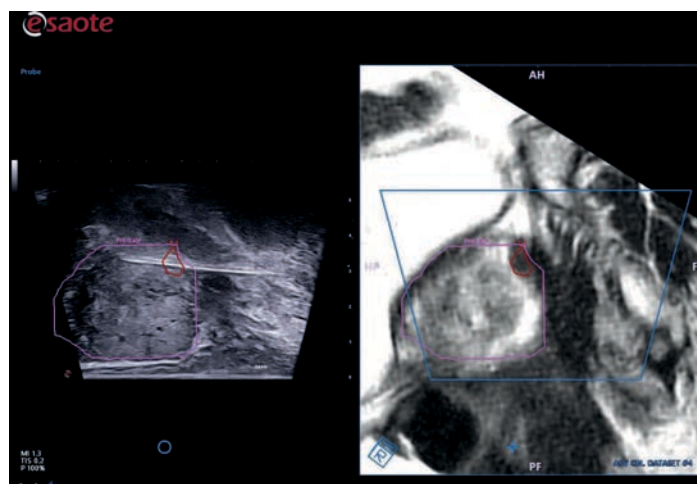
На рисунке показано УЗИ изображение, полученное в реальном времени, и МРТ изображение в той же плоскости. Это пример совмещения УЗИ изображения в В-режиме и МРТ изображения. Такой вариант отображения прямо показывает во время проведения биопсии находящиеся рядом два изображения, полученные с помощью двух разных модальностей. Оконтурированный объем предстательной железы позволяет наблюдать за движениями предстательной железы в режиме реального времени, предоставляя врачу инструменты для быстрой повторной синхронизации двух изображений.
